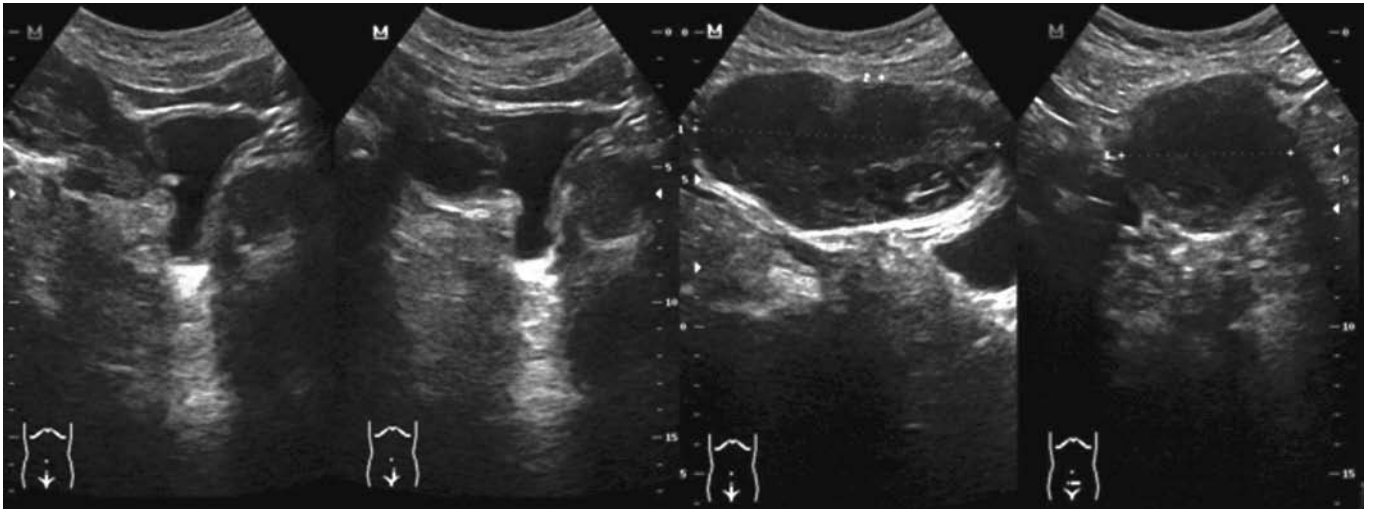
Ultrasonido vesical que muestra la imagen del tumor de uraco.
